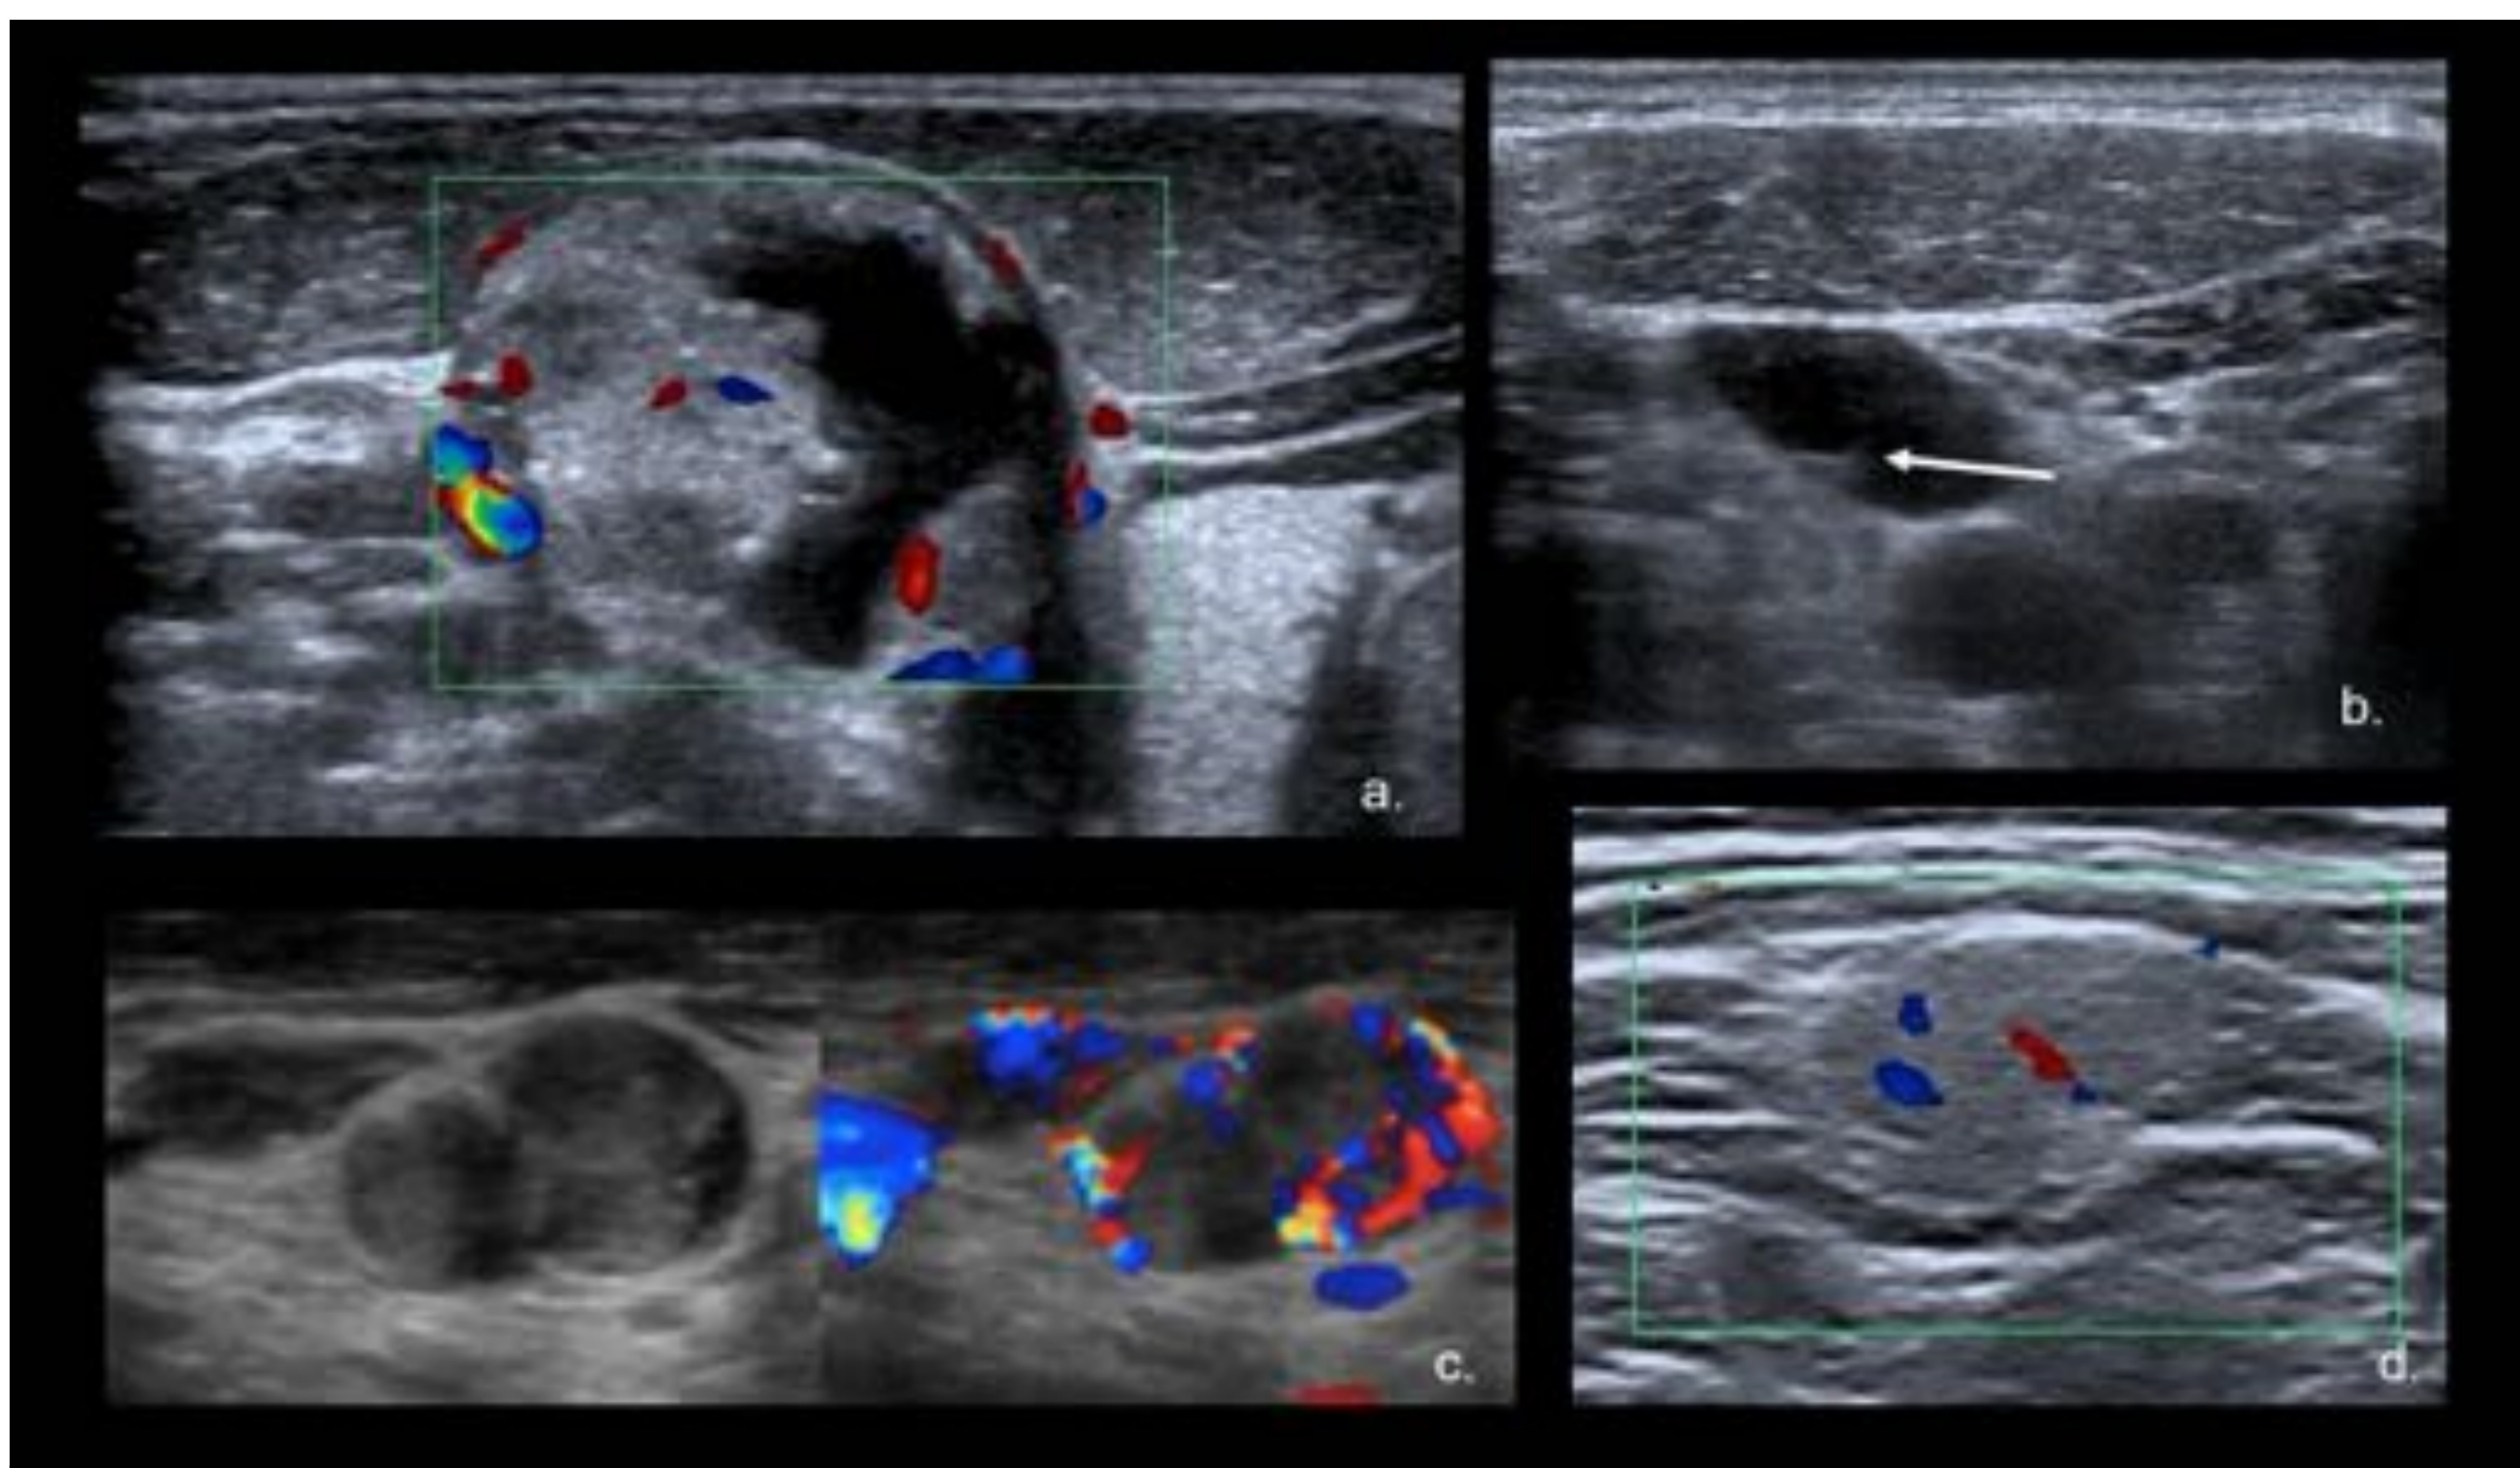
Ecografía de cuello en corte axial muestra características de los nodos metastásicos. (a.) Ganglio linfático quístico y sólido. (b.) Hilio graso desplazado con agrandamiento, hipoecoico (flecha), aspecto redondeado de la corteza adyacente. (c.) Nodo agrandado y redondo con patrón doppler-color cortical periférico (d.) Ganglio linfático hiperecoico. Referencia: Hospital Universitario Severo Ochoa. Leganés - España.
